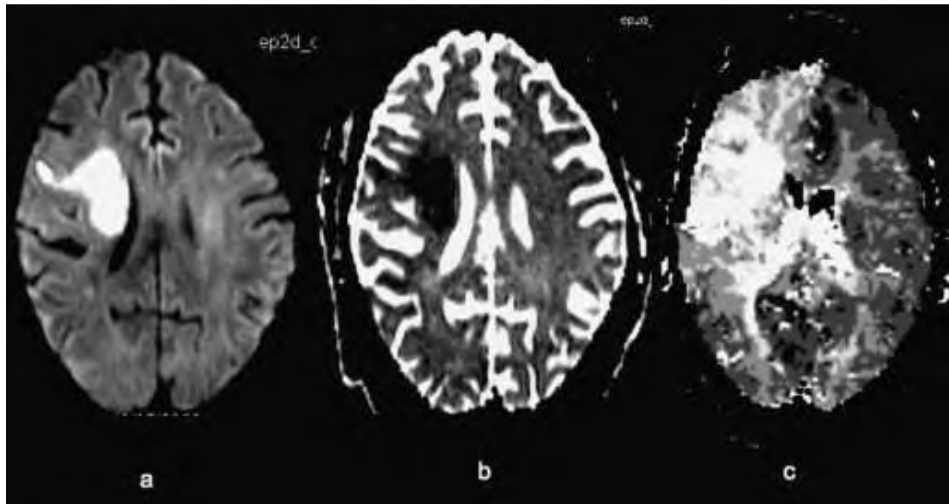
Concept de la pénombre : le centre de la lésion ischémique est visible sous forme d'une hyperintensité en IRM de diffusion (a). Cette lésion, visible également sur l'ADC (b), est entourée d'une zone plus large de tissu cérébral hypoperfusé (c).
